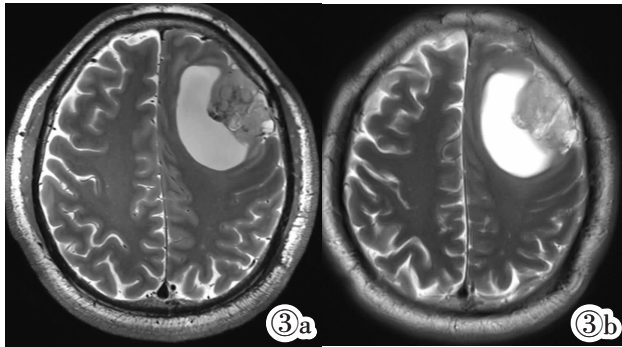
男,64 岁,左侧额叶 WHO 3 级胶质瘤。病灶实质在 7.0T MRI 中呈明显不均匀信号(图 3a),在 3.0T MRI 中信号尚均匀(图 3b)。
